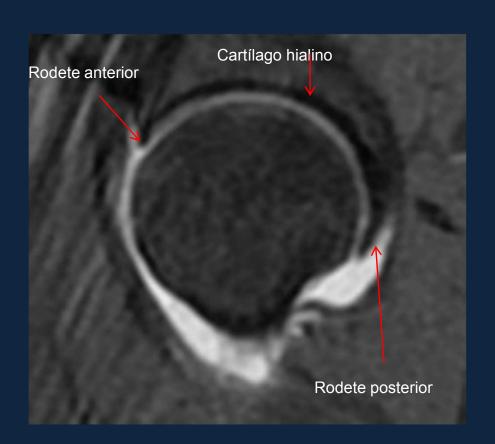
artro-RMN de Cadera Secuencia T1 FAT-SAT Sagital
